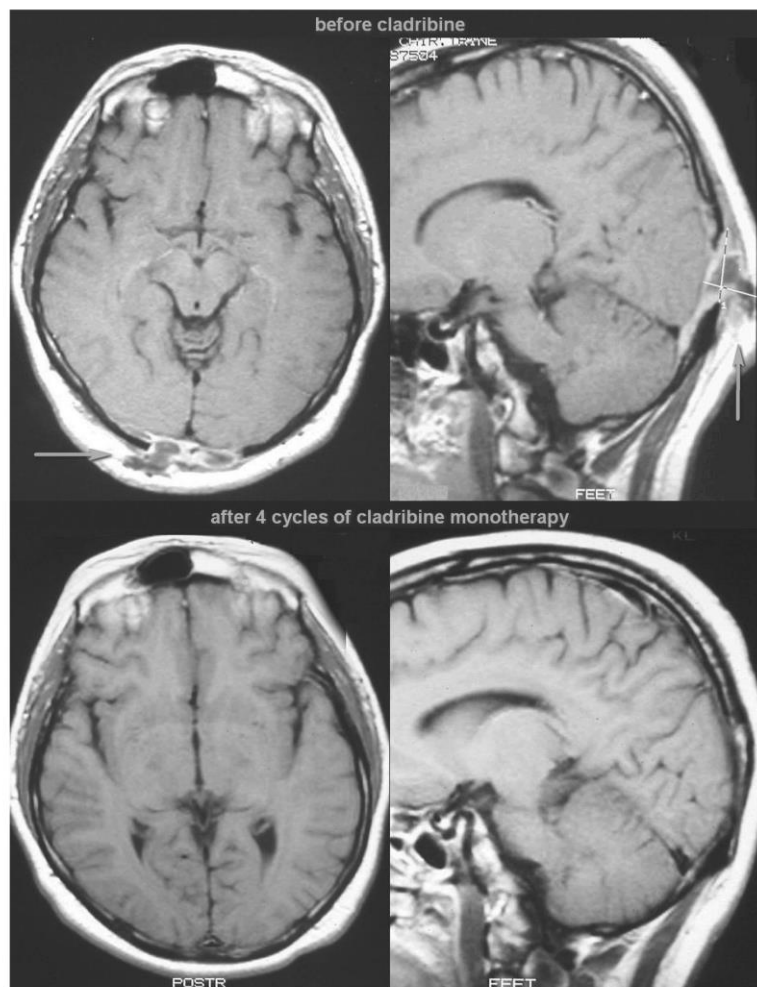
T1 weighted MRI scans of the brain in transverse (left) and sagittal (right) planes after application of contrast agent in Case 2. Due to incipient eyesight deterioration and increased tracer uptake in the occipital region on bone scintigraphy, the patient was sent to MRI which revealed an osteolytic lesion infiltrating the meningeal membranes near the occipital lobe. The function of the centre of vision which is located in the occipital lobe was deteriorated in this patient by intracranial propagation of LCH. After cladribine treatment the infiltration receded, which was followed by a complete vision recovery.
